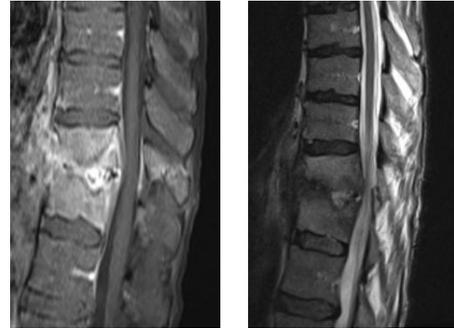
IRM en séquence T1FS gado et T2
